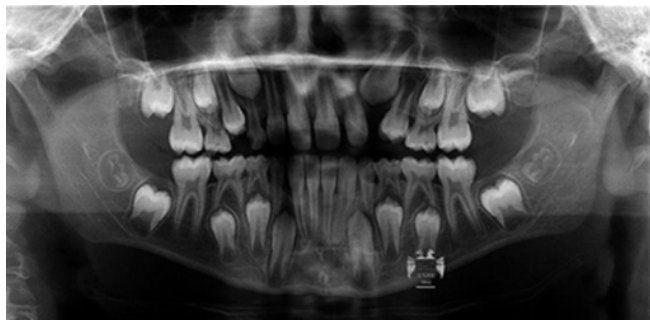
Ortopantomografía donde se aprecia la presencia de todos los dientes permanentes que están por brotar con buen desarrollo radicular, existe falta de espacio para el brote del 23, 33 y 43.
